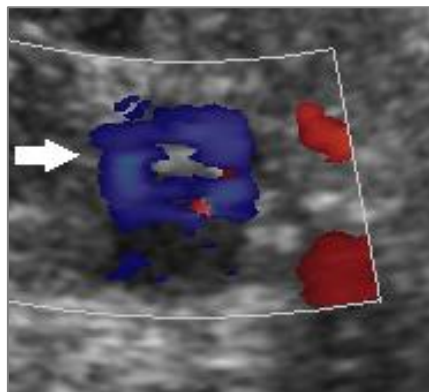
Eco-doppler de les venes abdominals en una pacient amb SPT. S'objectiva la vena ilíaca comuna dreta (blau) i les artèries ilíaca externa i hipogàstrica dretes (vermell). La vena ilíaca comuna és parcialment permeable amb un trombus que ocupa la cara inferior de la seva llum i un altre trombus excèntric des de la zona dreta fins al centre de la llum (fletxa).
